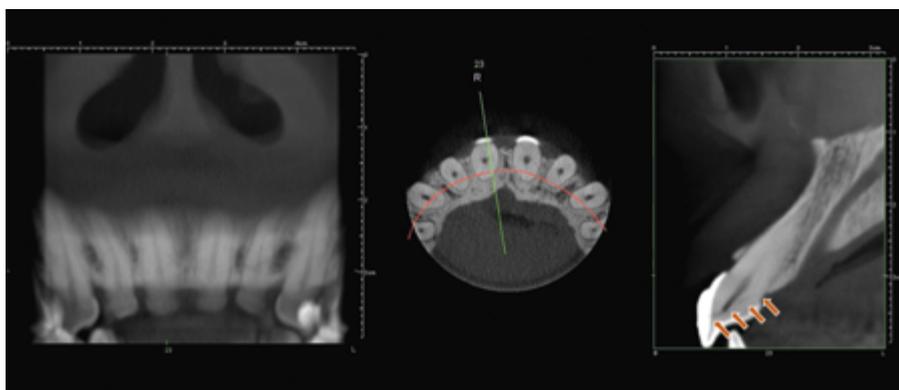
In der Computertomographie ist die Kronenwurzelfraktur (Pfeile) erkennbar.
